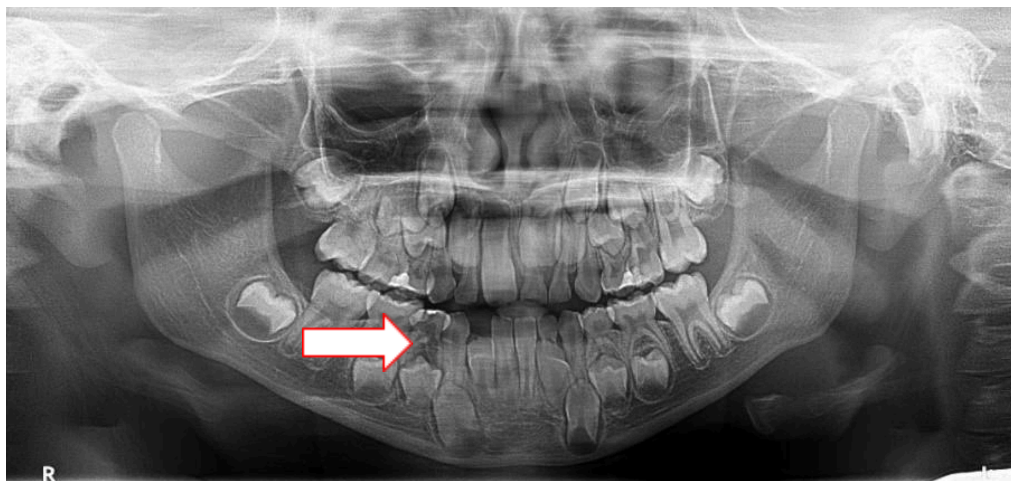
Radiografia panorâmica do M.B.L. No detalhe a seta evidencia a presença de cálculo pulpar no elemento 84.
